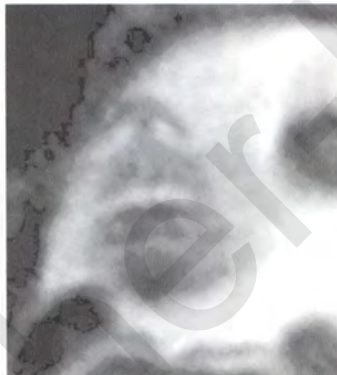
Беременность 28 нед. МРТ плода. Норма. T2-ВИ носогубного треугольника плода
